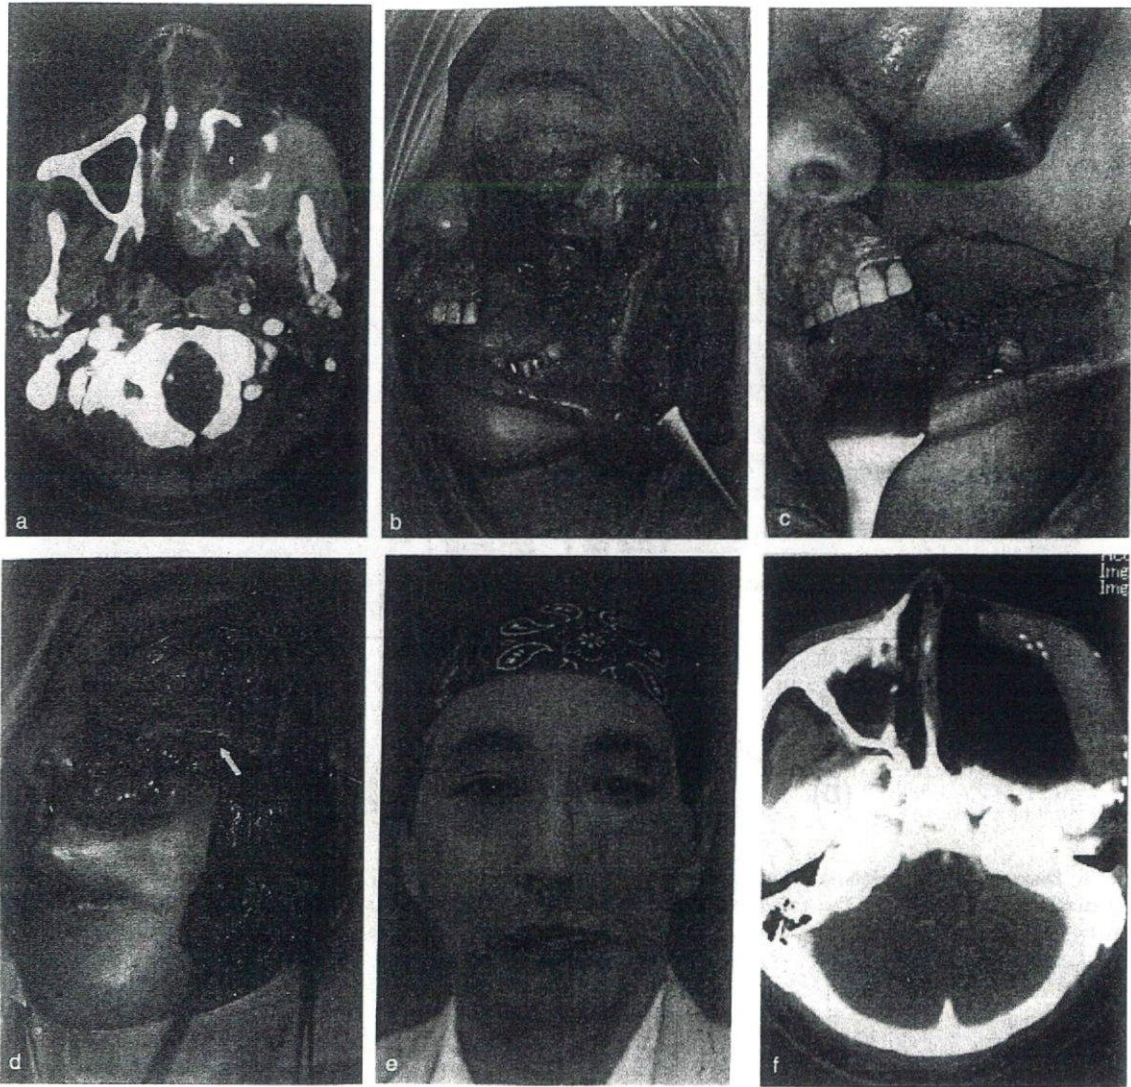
Case 1. (a) Preoperative computed tomogram. (b) Immediately after the en bloc excision using the Weber-Fergusson approach. (c) The rectus abdominis musculocutaneous flap was set in the defect to create the oral and nasal lining. (d) The non-vascularised rib cartilage (→) was fabricated and fixed to the remaining frontozygomatic process and zygomatic arch with titanium miniplates. (e) Postoperative appearance at four years. (Published with the patient's consent). (f) Postoperative computed tomogram at four years.
